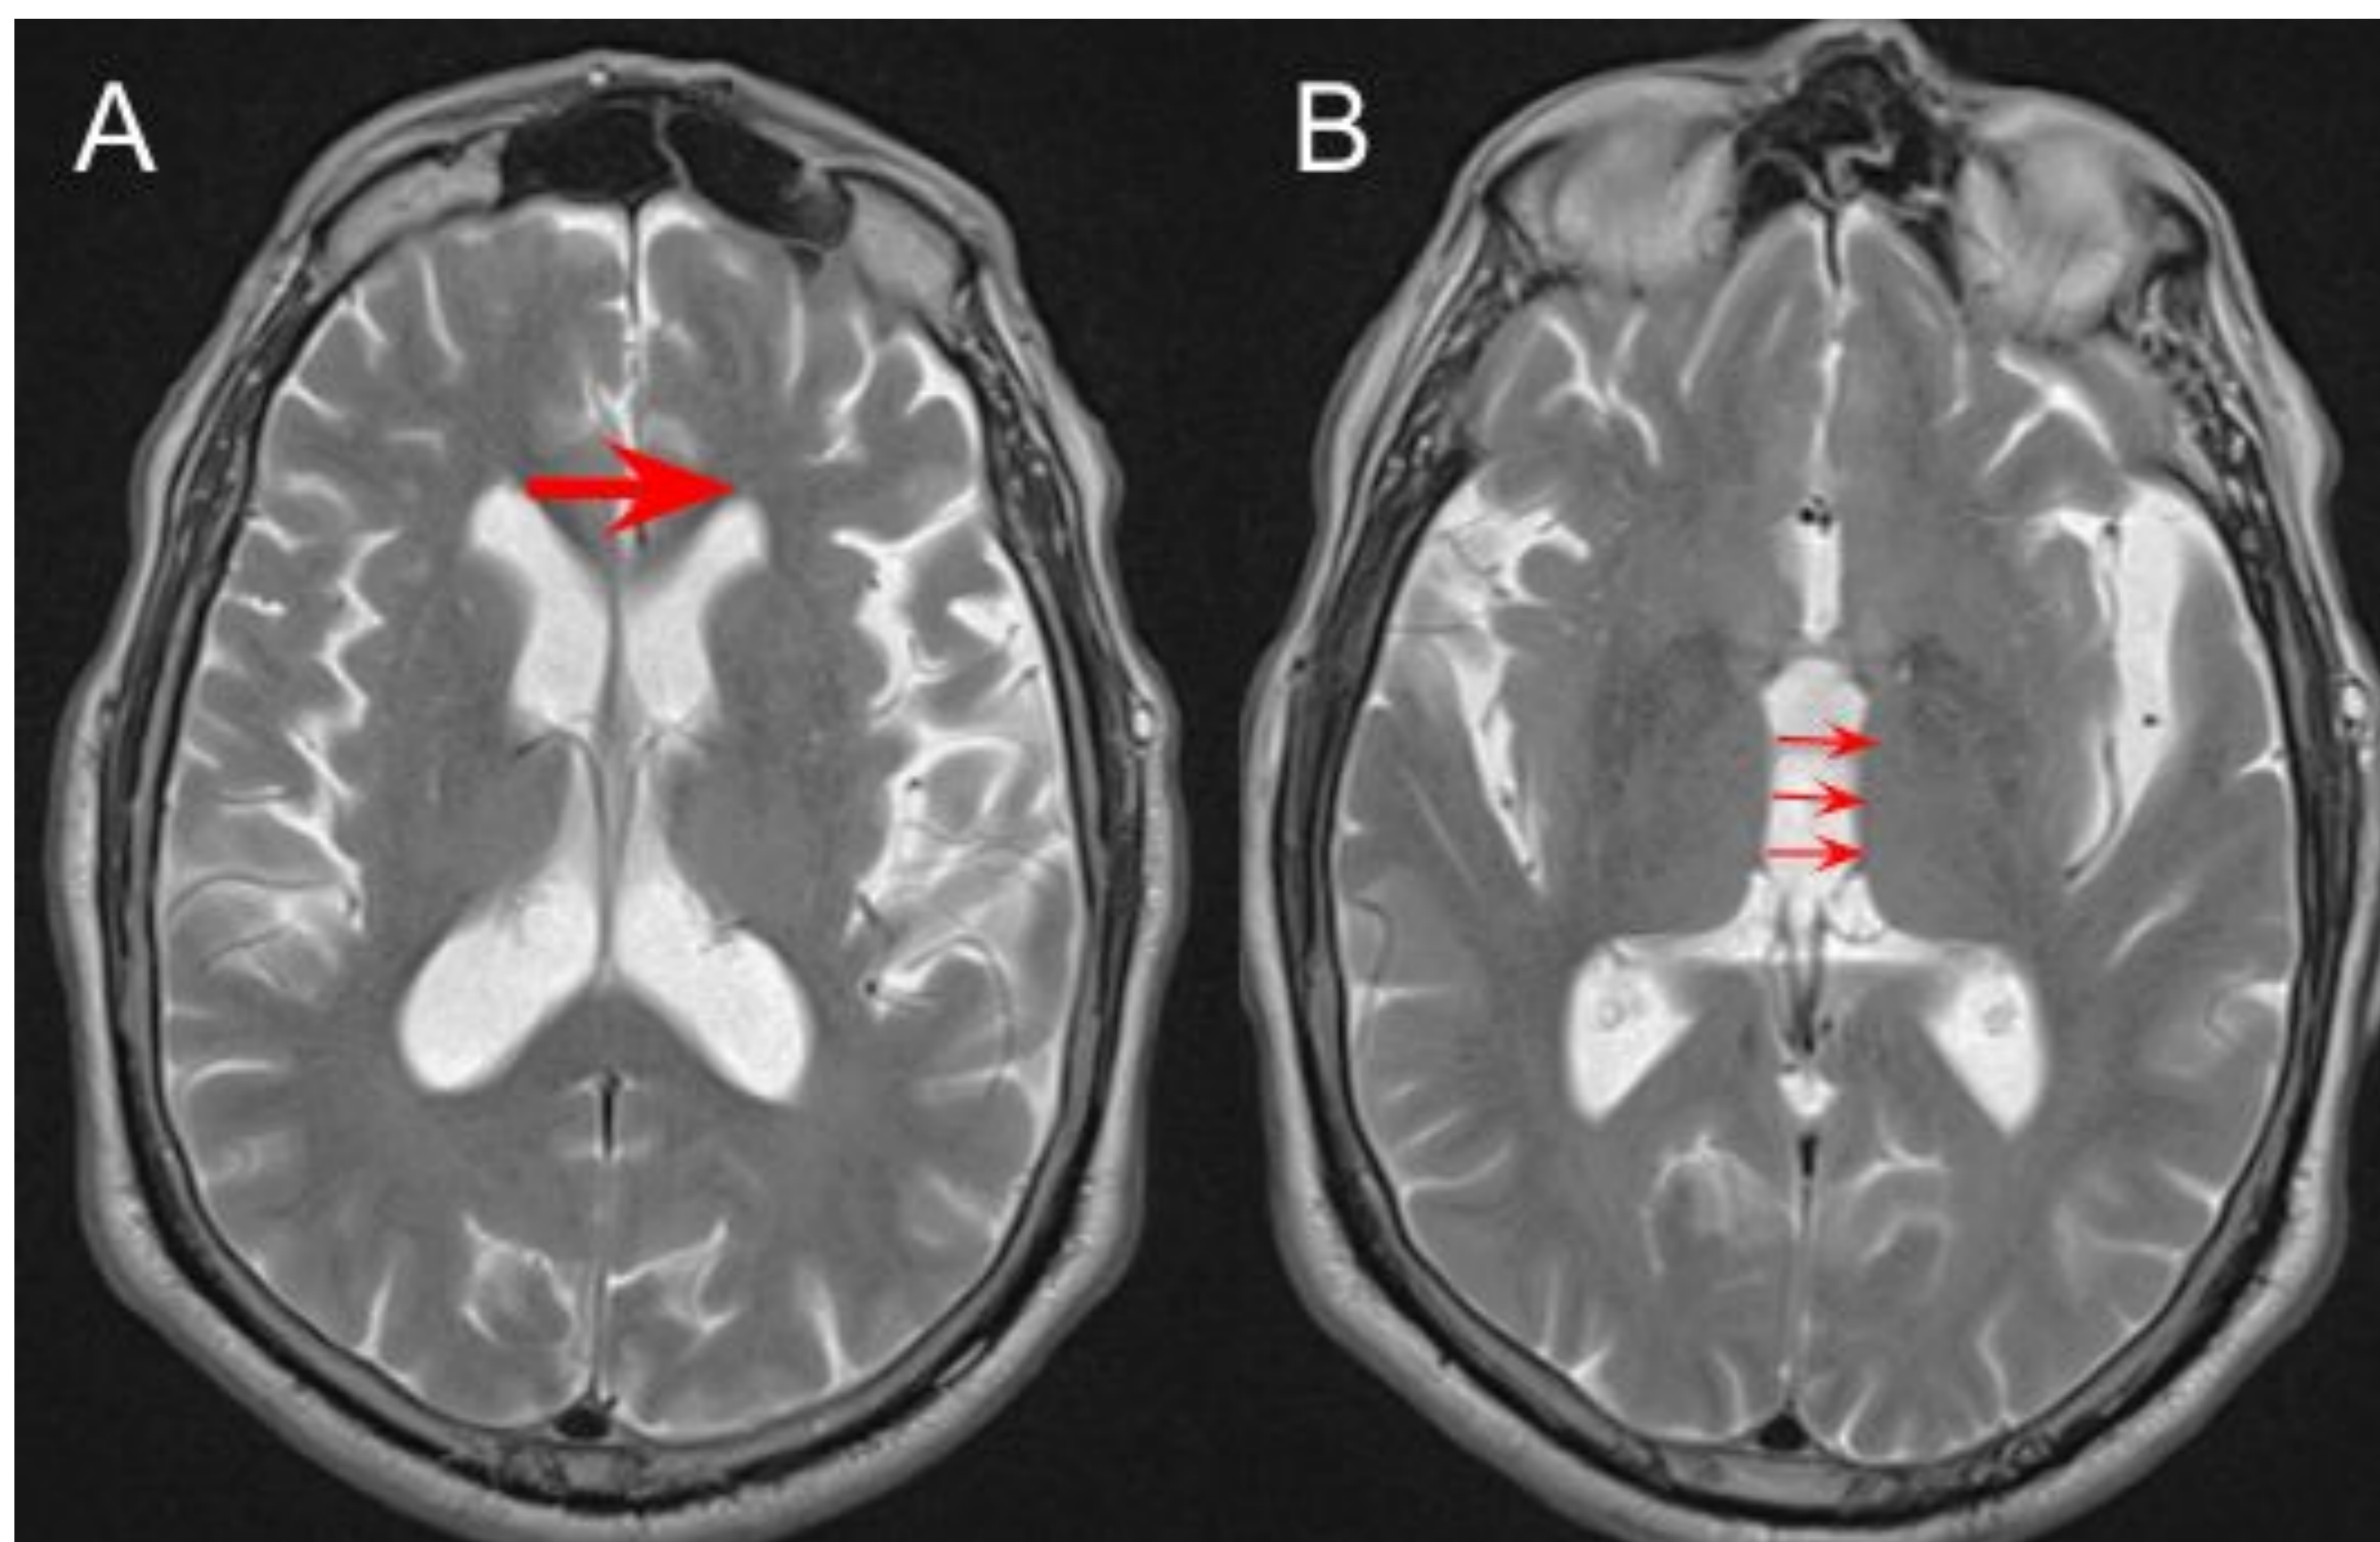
Paciente de 78 años con Parálisi supranuclear progresiva. A: Secuencia potenciada en T2 TSE en plano axial que muestra el ancho máximo entre ambas astas frontales (FH) necesaria para el cálculo del índice parkinsoniano (MRPI) 2.0. B: Secuencia potenciada en T2 TSE en plano axial que muestra tres medidas del tercer ventrículo dilatado. El cálculo del índice parkinsoniano de resonancia magnética (MRPI) 2.0 incluye el ancho del tercer ventrículo calculado con el valor medio de las tres medidas (B: flechas) del tercer ventrículo en plano axial (V3) y el ancho máximo entre ambas astas frontales plano axial (FH) (A: flecha). (FH): $MRPI \times (V3 / FH)$.
